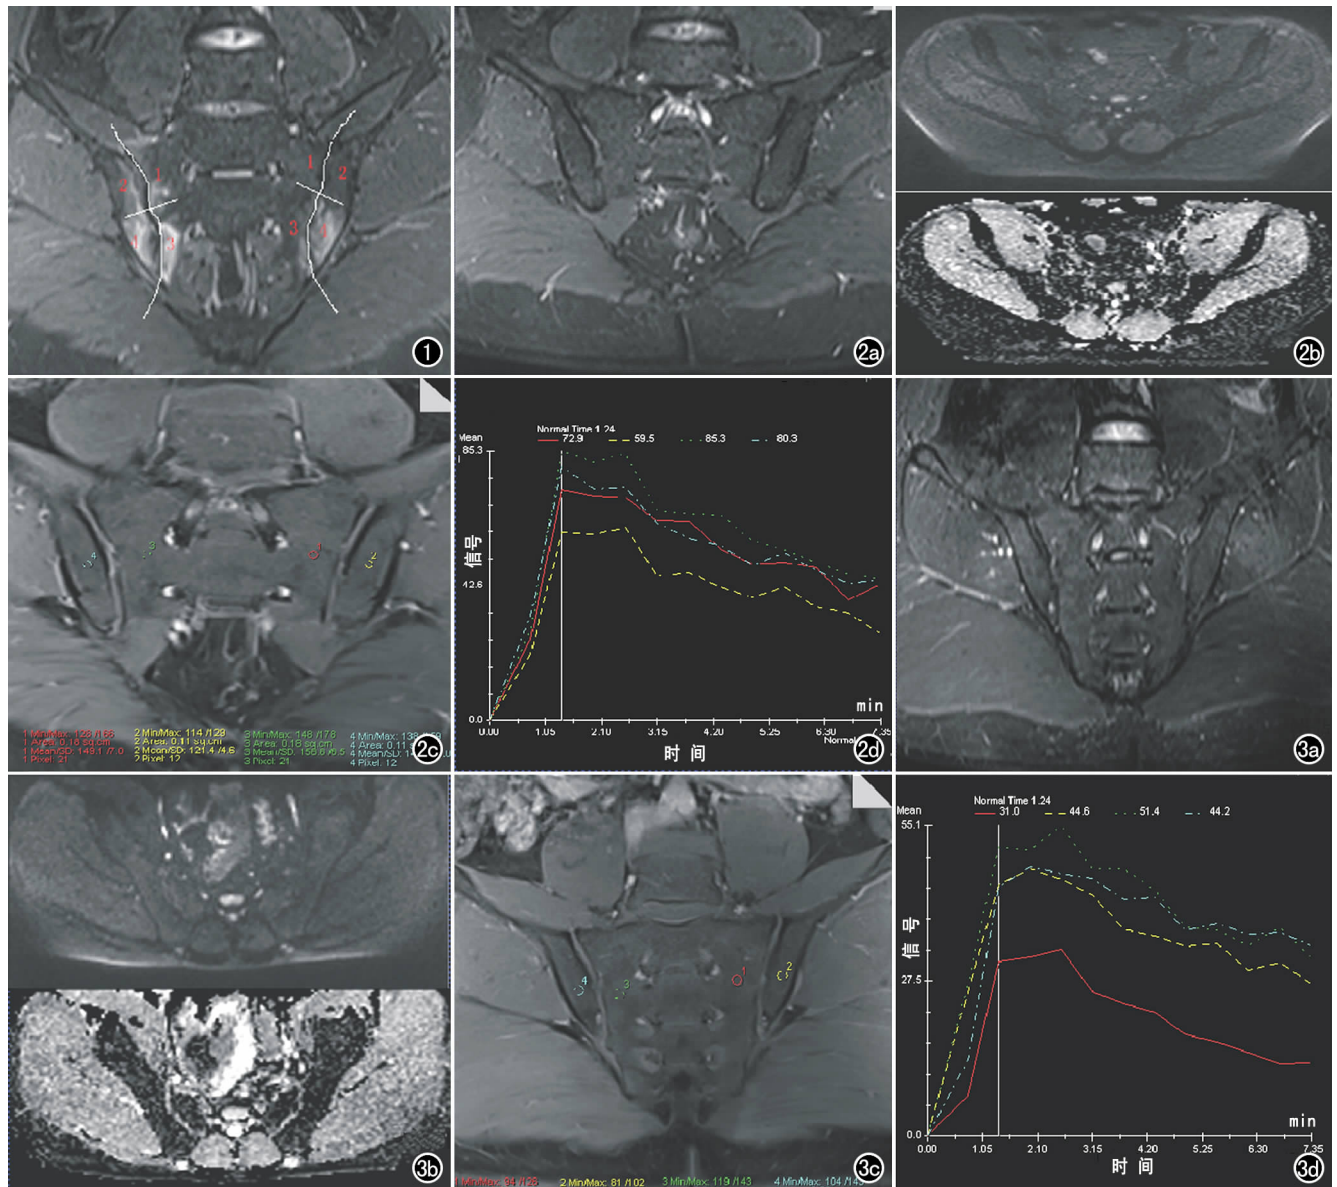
SIS 急性炎症期患者, 男, 26 岁。在每个 SIJ 斜冠状面 TIRM-T₂WI 图像上通过关节间隙画 1 条曲线, 再在曲线中点画 1 条垂线, 将两侧关节划分成 8 个象限进行评分。该层面 SPARCC 评分: 双侧 SIJ 有 6 个象限受累, 计 6 分; 双侧水肿信号强度均接近于髂前静脉, 计 2 分; 双侧病灶深度均超过 1cm, 计 2 分; 总计 10 分。图 2 健康志愿者, 男, 41 岁。a) TIRM-T₂WI 图像示双侧骶髂关节面下骨质未见明显异常信号; b) DWI/ADC 图示双侧骶髂关节面下骨质未见明显异常信号; c) DCE-MRI 图示关节面下骨质未见明显异常强化; d) TIC 呈速升缓降型。图 3 骶髂关节炎稳定期患者, 男, 27 岁, HLA-B27(+), ESR、CRP 正常。a) TIRM-T₂WI 图示双侧骶髂关节面下骨质未见明显异常信号; b) DWI/ADC 图示双侧骶髂关节面下骨质未见明显异常信号; c) DCE-MRI 图示关节面下骨质未见明显异常强化; d) TIC 呈速升缓降型。
